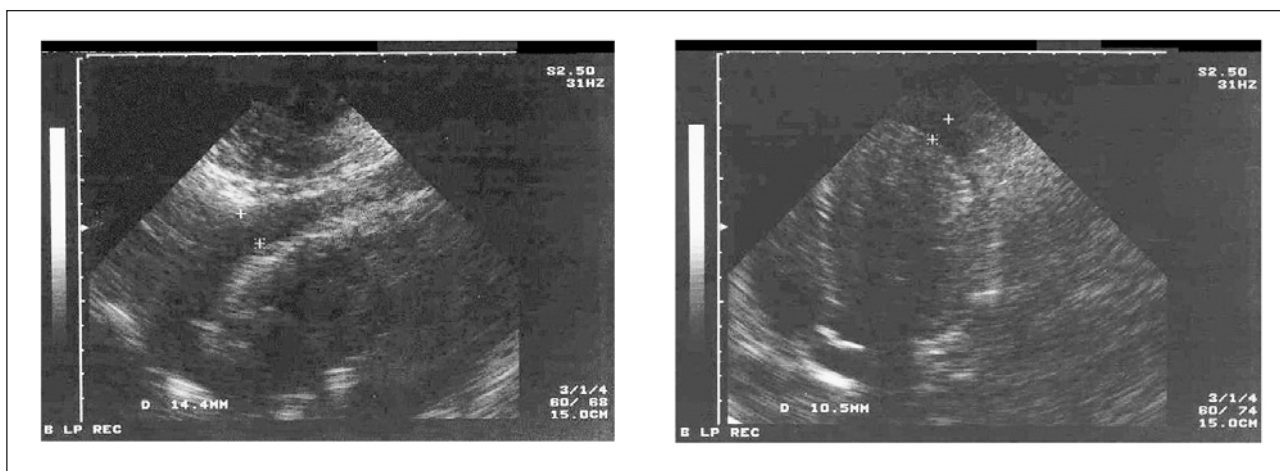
+ 2: Echokardiographischer Nachweis einer periventrikulären Flüssigkeitlamelle.
